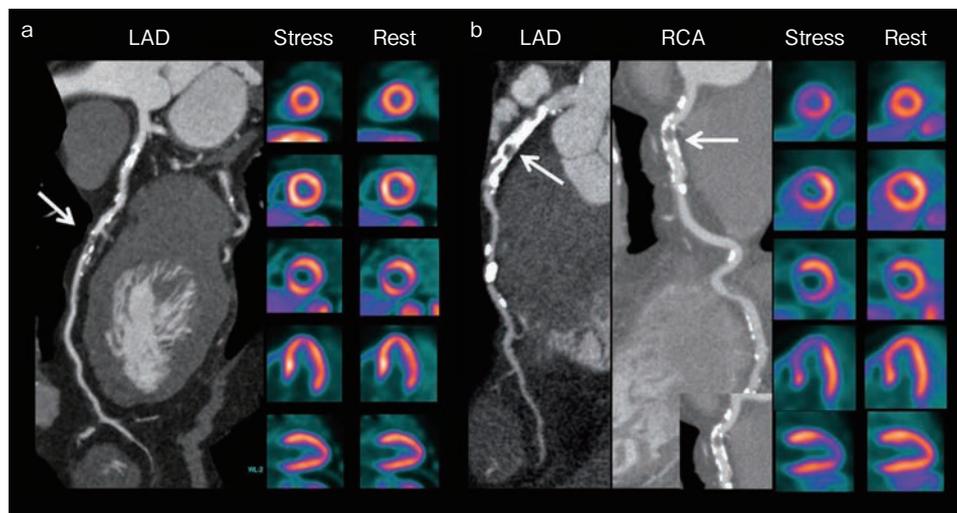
冠動脈造影CTとNH₃-PETによる心血管リスクの評価
